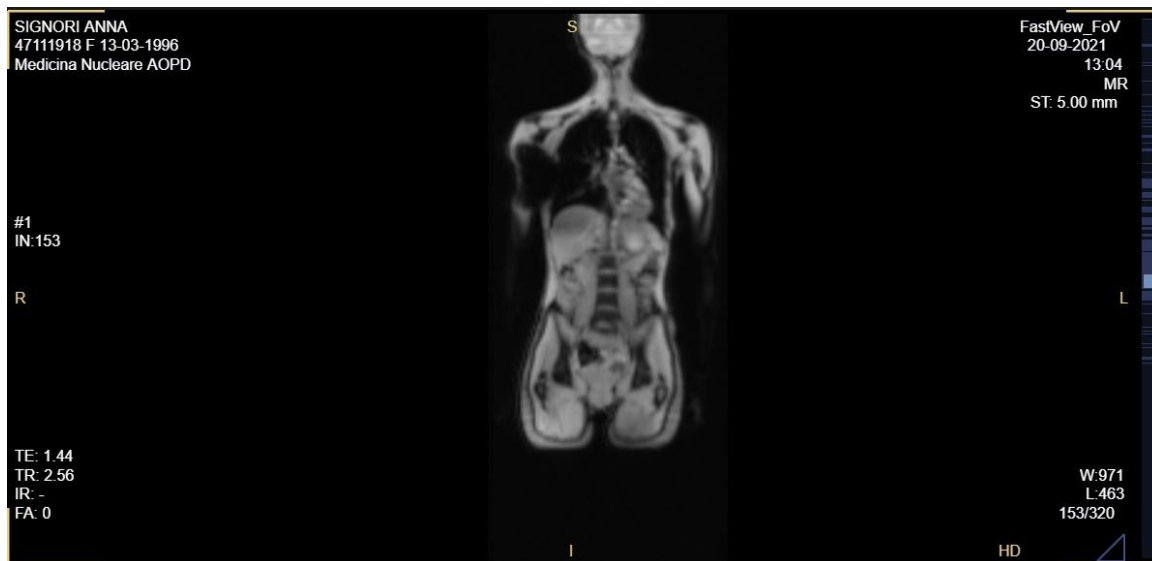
Estratto completo immagine RM
